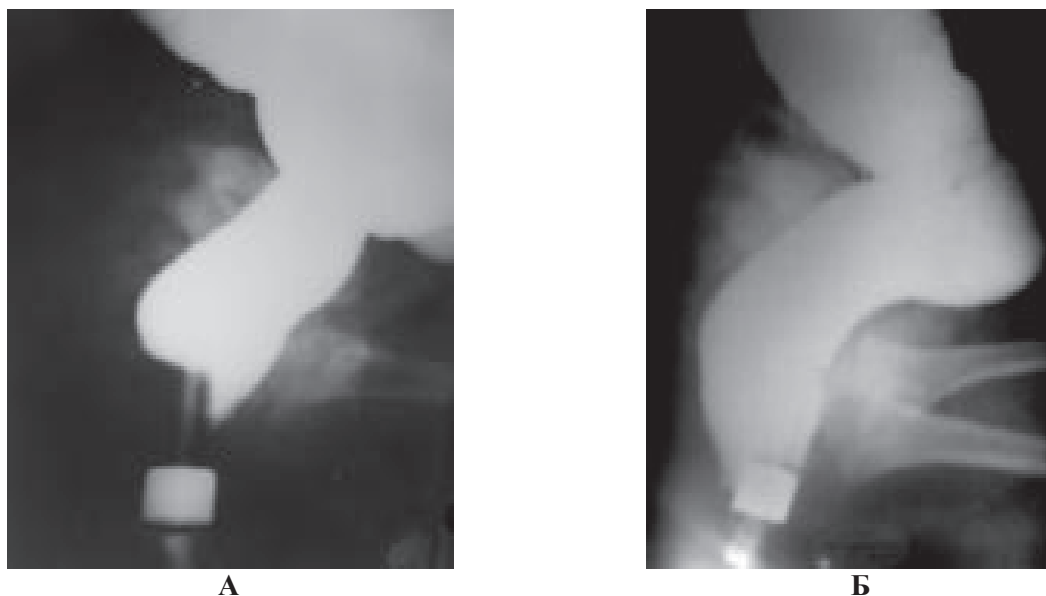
Боковые рентгенограммы здорового младенца
